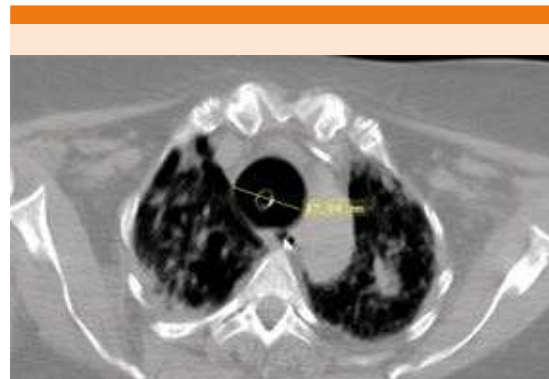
Tomografía axial computada de tórax con opacidades bilaterales, áreas de consolidación y broncograma aéreo. Tubo endotraqueal visible en la luz de la tráquea. Tráquea con diámetro de 37.06 mm.
